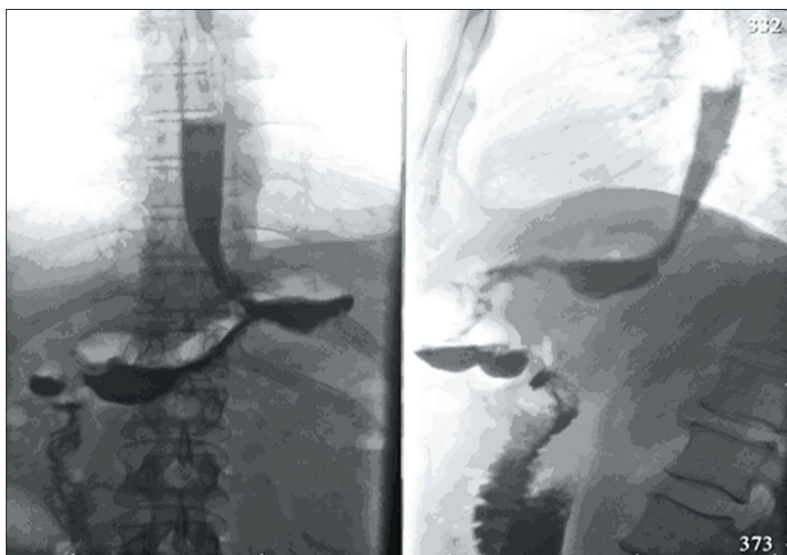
Рентгенограмма выполнена в вертикальном положении пациента спиной к приемнику рентгеновского излучения (слева) и правым боком к приемнику рентгеновского излучения (справа)
